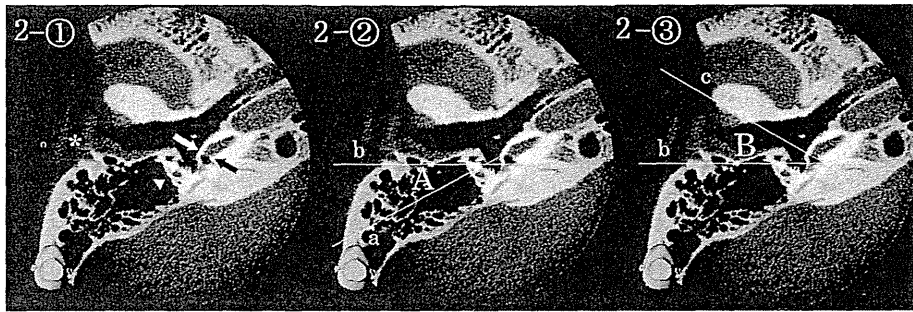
右側頭骨軸位CBCT画像における蝸牛窓解剖の計測法
